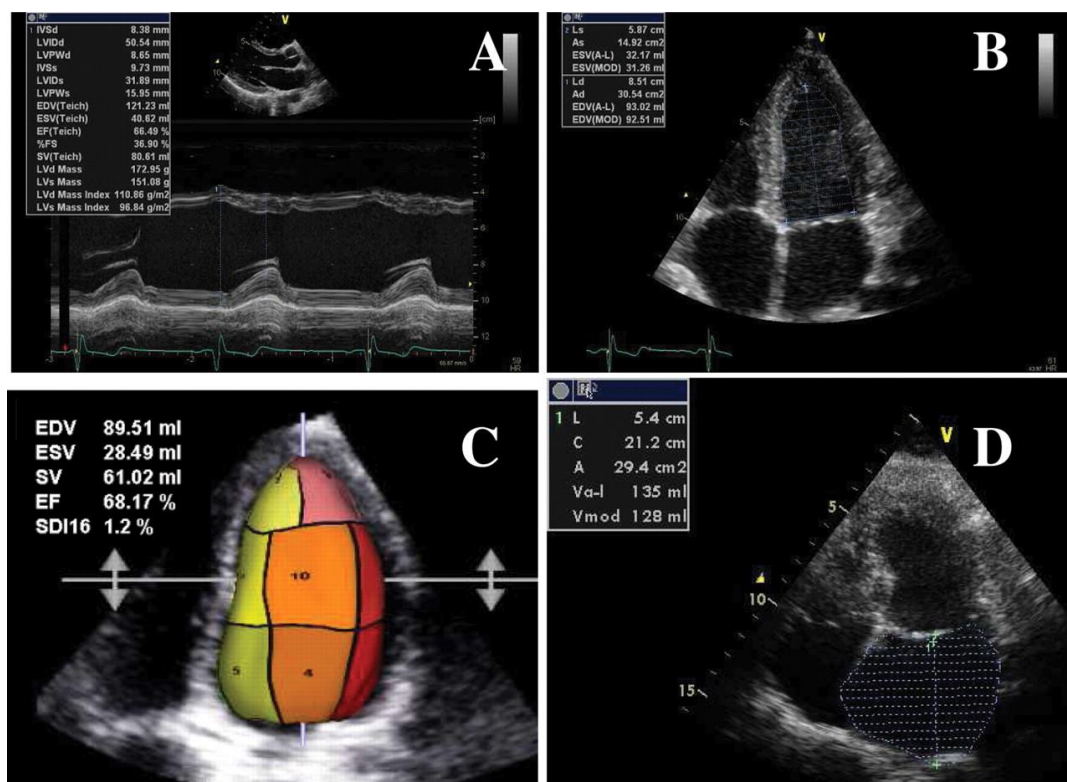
Ecocardiogramma: camere cardiache<sup>35</sup>*
